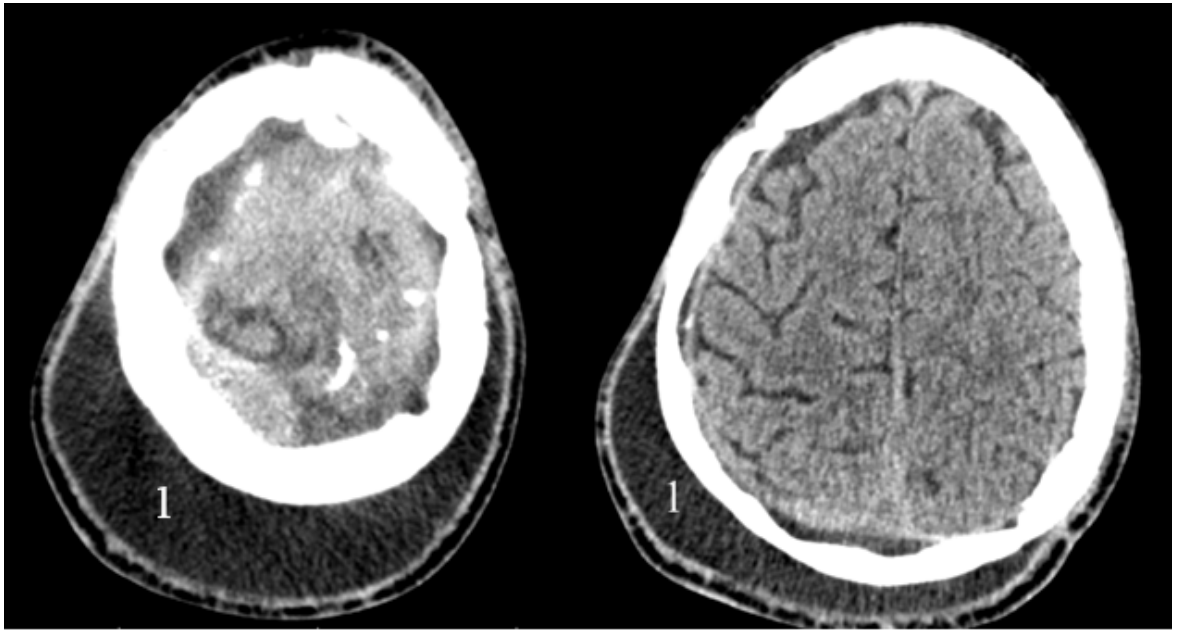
СКТ головного мозга. 1 – подкожное скопление ликвора
